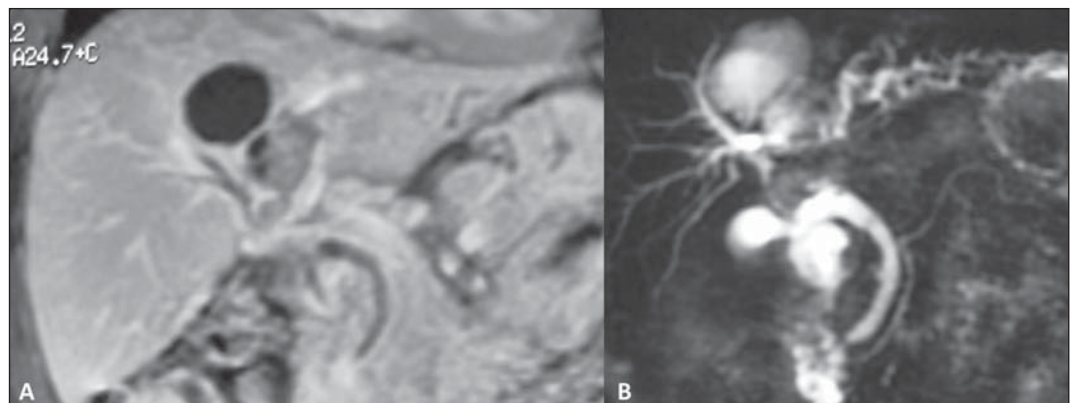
A: Ressonância magnética do abdome. B: Colangiografia-RM.
